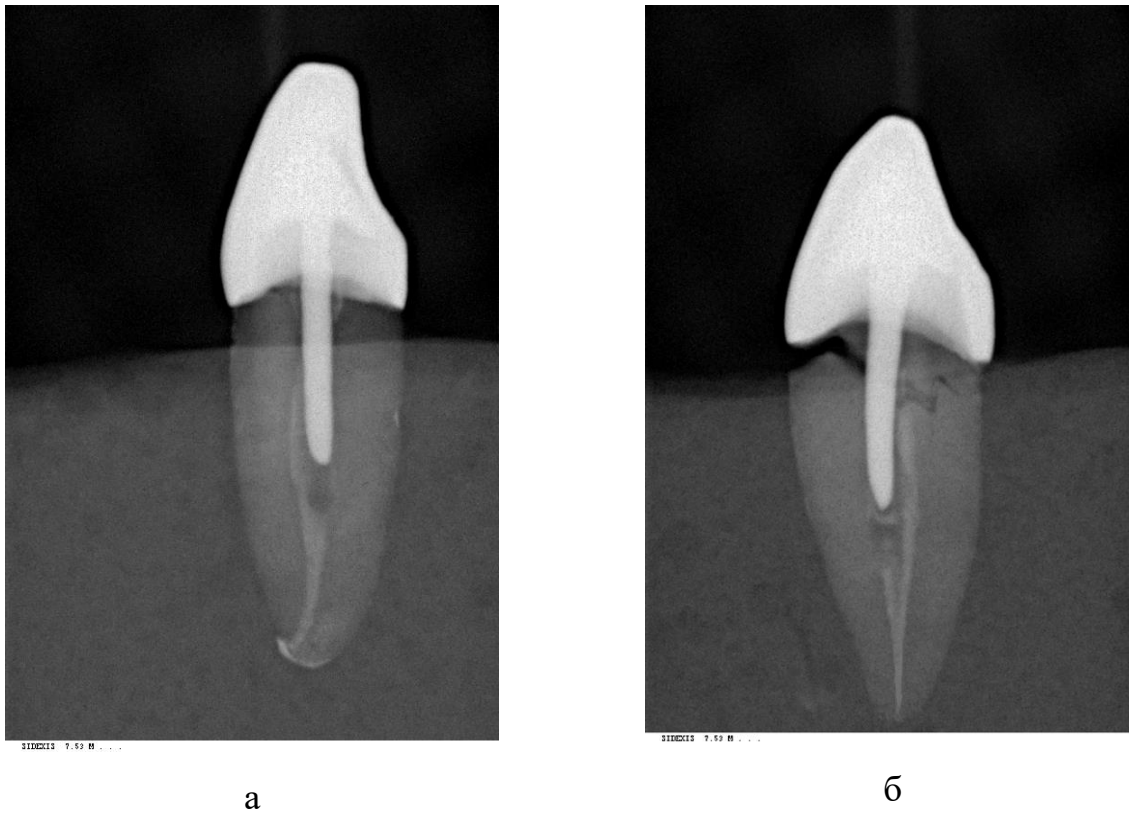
Рентгенограма зубів групи Crn Cst F+: а – розцементування штифта; б – горизонтальний перелом кореня
